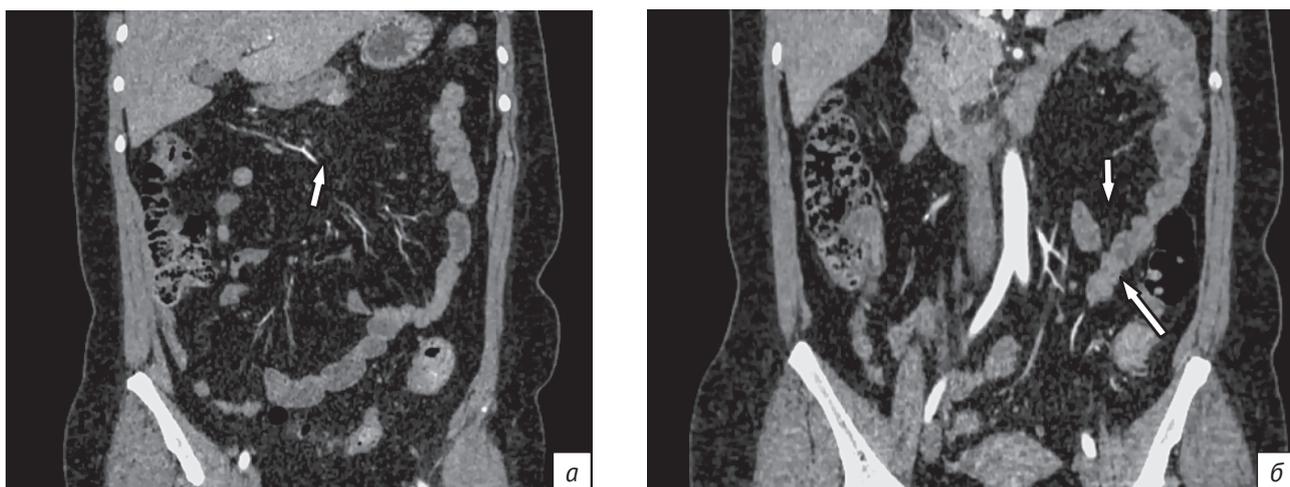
КТ-изображения органов брюшной полости, фронтальная плоскость, артериальная фаза:
